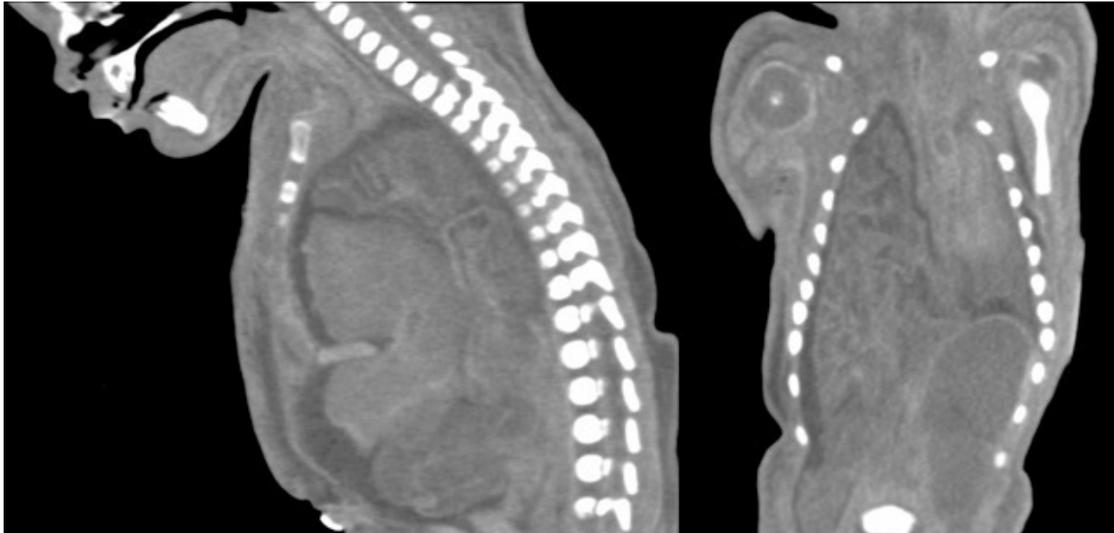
CT-Bilder eines Mädchens mit Enterothorax (aus Winter et al. 2018)
